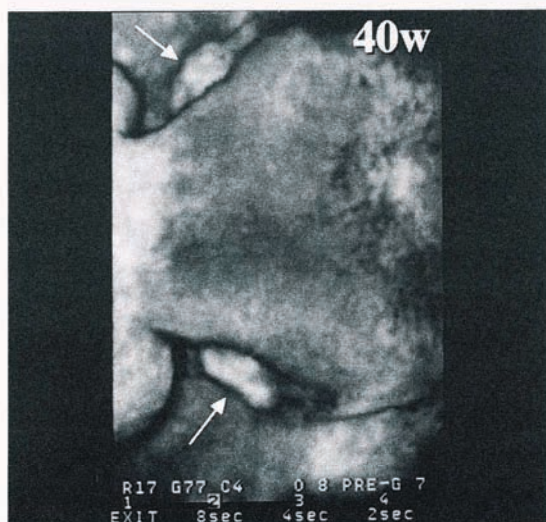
耳介低位 (矢印) の三次元超音波像。
